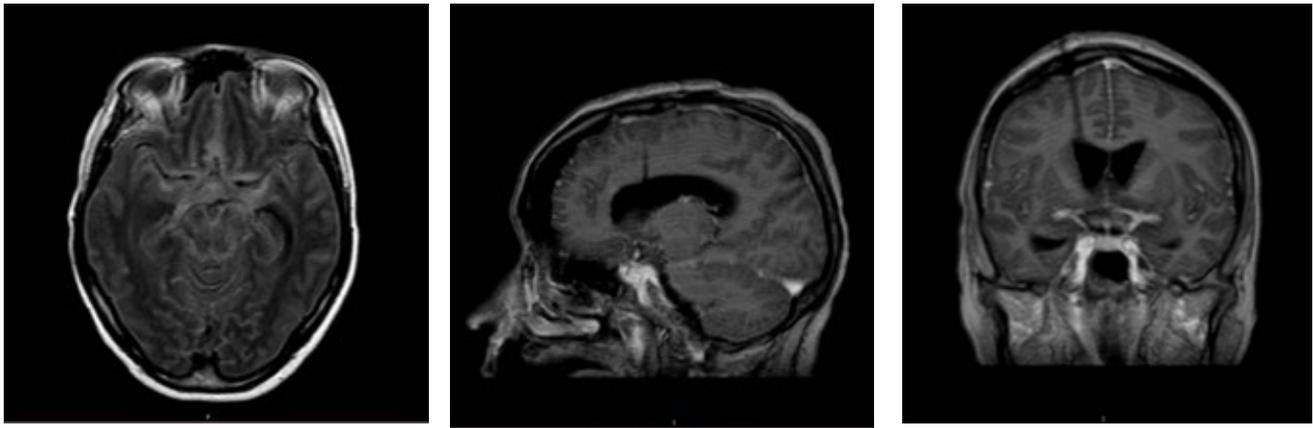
Ressonância magnética de crânio, da esquerda para direita, nas sequências axial FLAIR, sagital e coronal T1 pós-gadólíneo. Observa-se aumento de sinal meníngeo nas cisternas da base, inclusive com captação de contraste.
